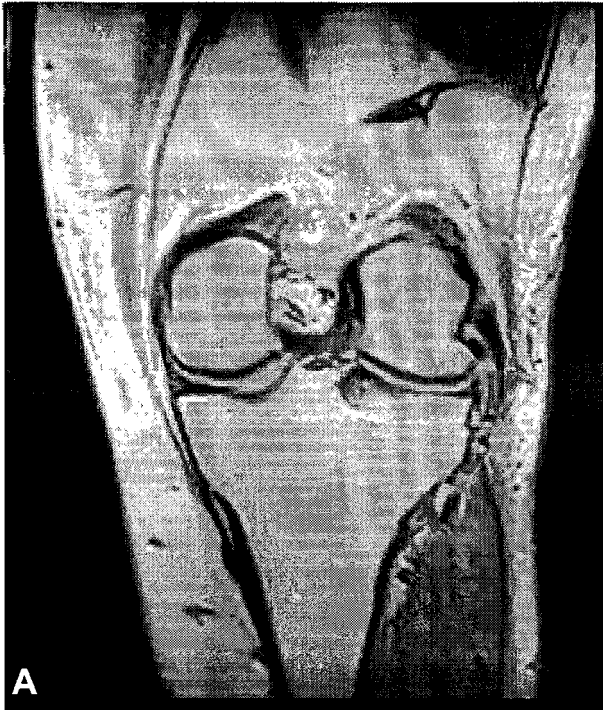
33 year old male after Lateral meniscus allograft transplantation. (A) Coronal proton density MR image (TR4000/TE17) shows apparent peripheral displacement of the body of the meniscus allograft. (B) Second look arthroscopic examination at 12 months shows normal meniscus position and complete healing with firm attachment around the entire circumference of the meniscal rim.
